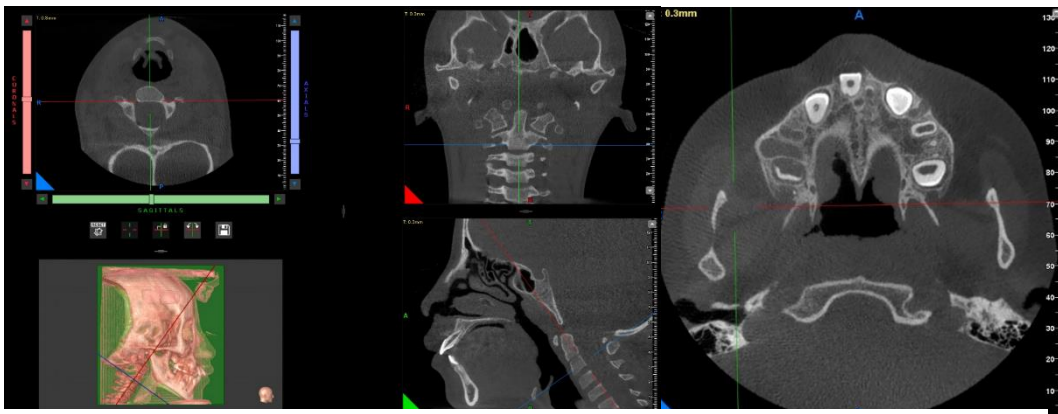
Reorientación de la CBCT para evaluar la osificación de la sutura palatina media. Fuente: Propia del investigador. 2023
